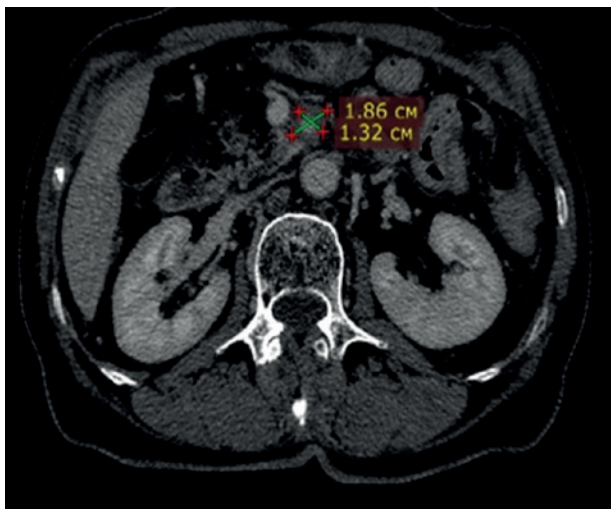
КТ-изображения поражения поджелудочной железы от 02.12.25 – стабилизация опухолевого процесса. Маркеры в норме от декабря 2025 г.
